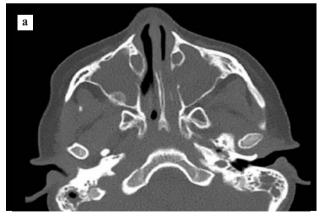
Компьютерные томограммы придаточных пазух носа (а) и органов грудной клетки (б).
